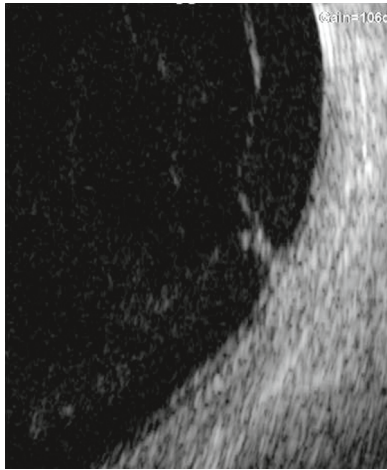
Aspect caractéristique, en échographie, d'un néovaisseau pré-rétinien développé sur une bride vitrénienne.
